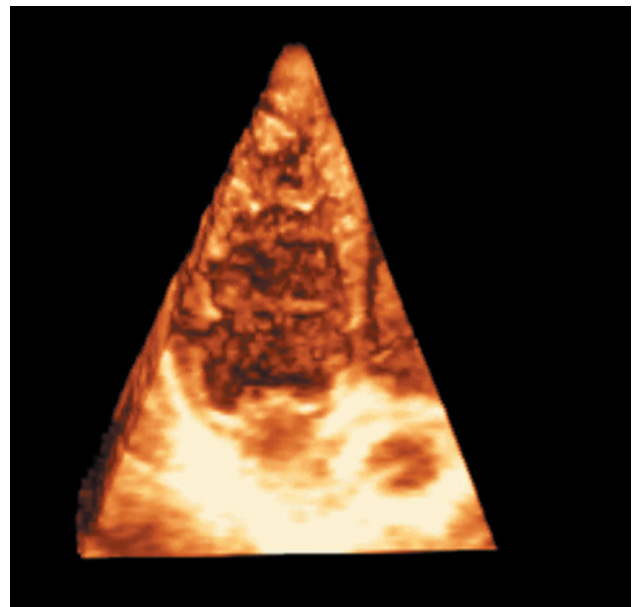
Ecocardiograma tridimensional – posição apical de quatro câmaras – ventrículo esquerdo não compactado com trabeculações proeminentes.
